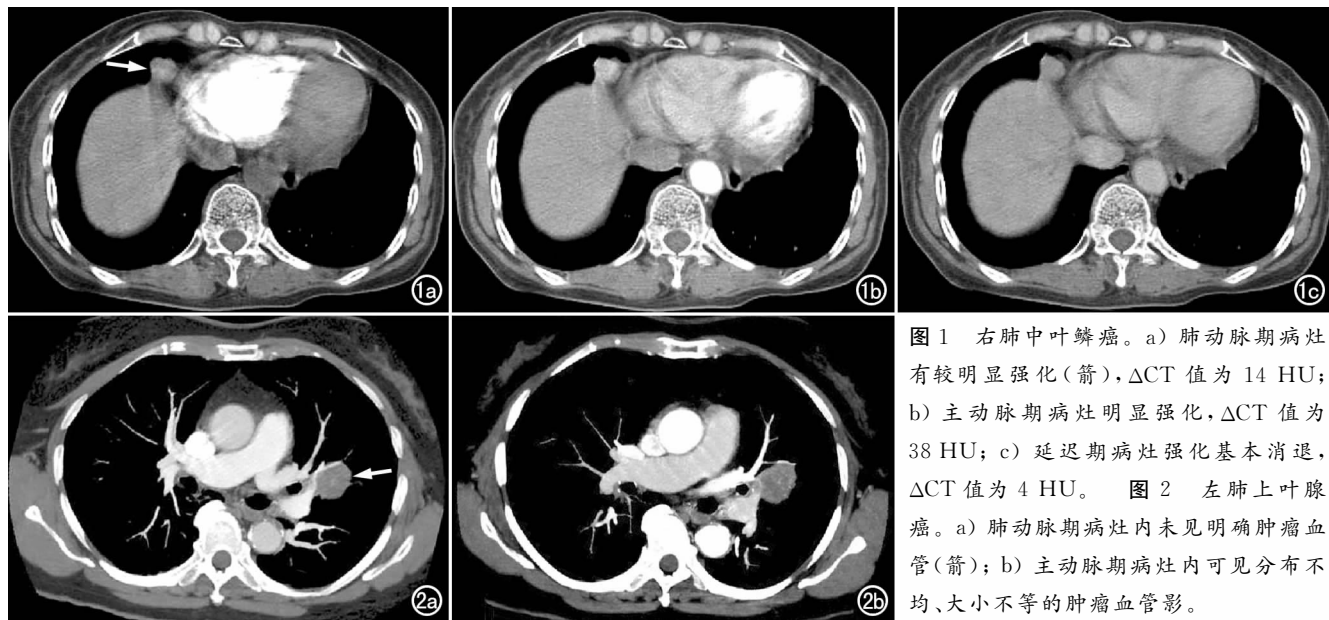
右肺中叶鳞癌。a) 肺动脉期病灶有较明显强化(箭), Δ CT 值为 14 HU; b) 主动脉期病灶明显强化, Δ CT 值为 38 HU; c) 延迟期病灶强化基本消退, Δ CT 值为 4 HU。图 2 左肺上叶腺癌。a) 肺动脉期病灶内未见明确肿瘤血管(箭); b) 主动脉期病灶内可见分布不均、大小不等的肿瘤血管影。
